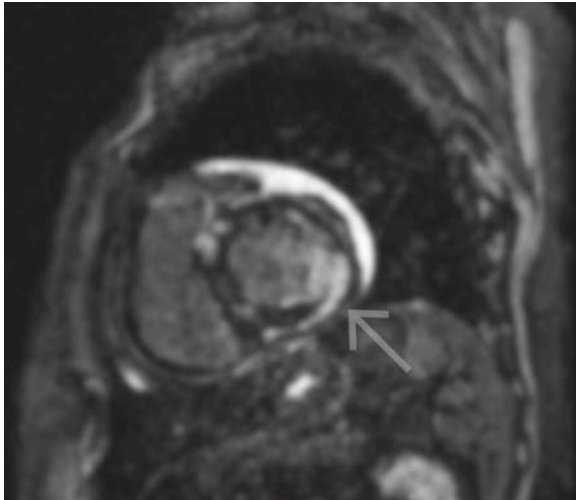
Resonancia magnética cardíaca luego de la infusión de gadolinio (secuencia de realce tardío), donde se observa el patrón característico de amiloidosis: realce difuso subendocárdico en el ventrículo izquierdo (flecha).
